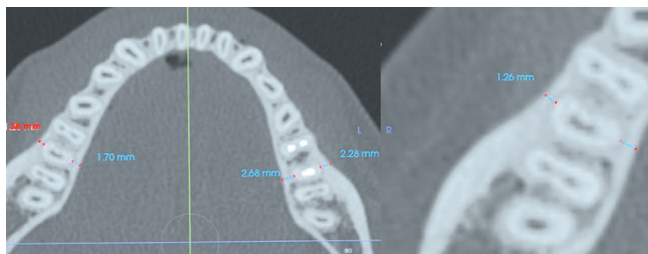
КЛК-томограмма. Измерение толщины костной ткани.
